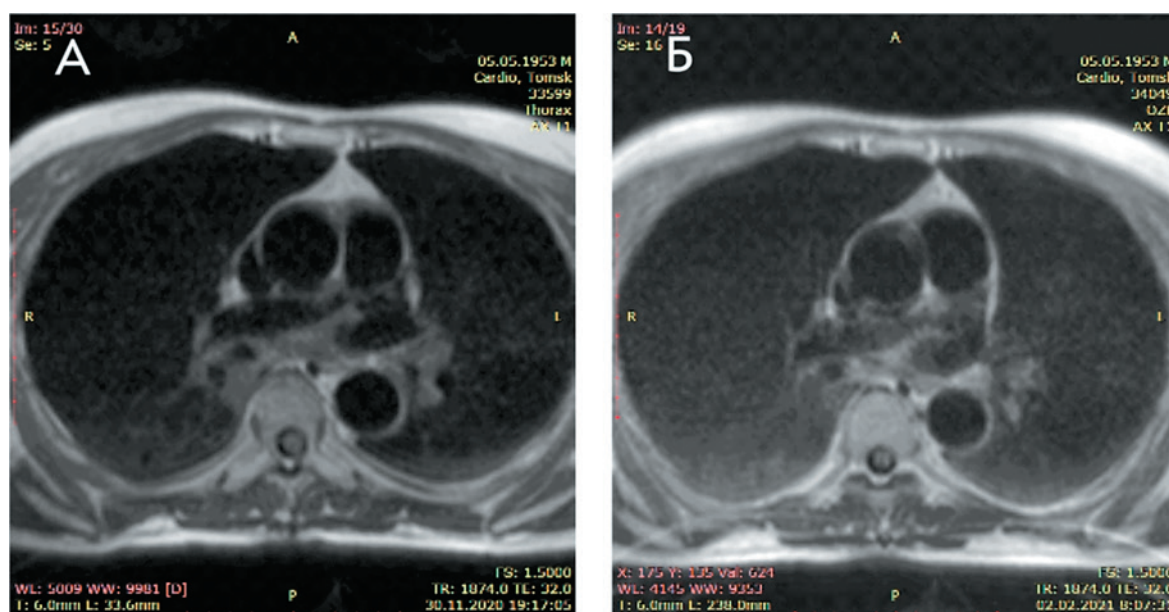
Визуальная динамика картины Т1-ВИ МРТ ОГК у пациента с прогрессированием постковидного фиброза легочной паренхимы
